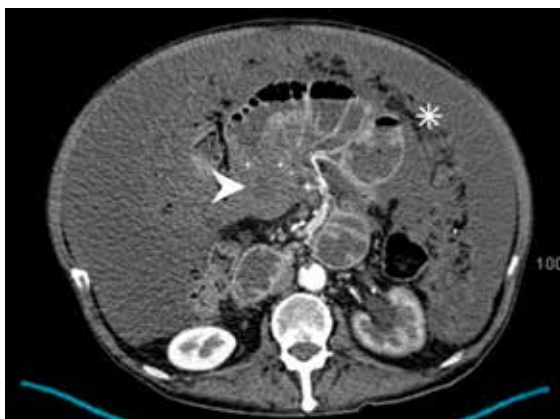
Plano axial de la TC con contraste. Masa en yeyuno (punta de flecha) que condiciona dilatación retrógrada de las asas de intestino delgado. * Reticulación del omento mayor sugestiva de carcinomatosis peritoneal.
